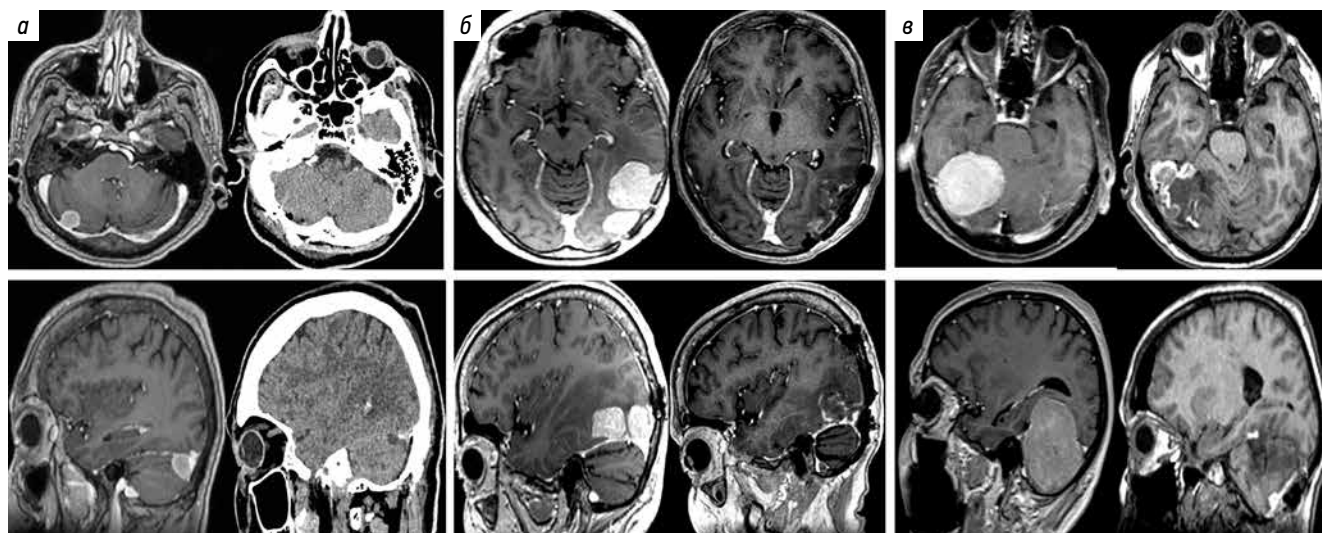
Результаты хирургического лечения по данным магнитно-резонансной томографии: а – субтенториальная менингиома; б – супратенториальная менингиома; в – суб- и супратенториальная менингиома
